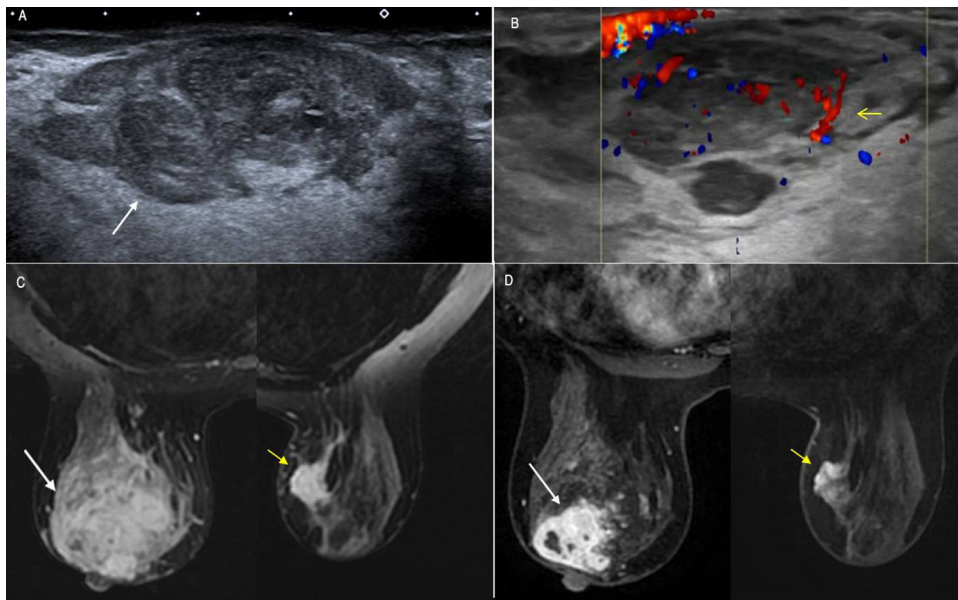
A) Ecografía donde se aprecia nódulo de margen irregular y ecogenicidad heterogénea (flecha). B) Ecografía Doppler en la que se muestra la marcada vascularización del nódulo (flecha). C) La RM de mama con secuencia T2 Fat Sat sin contraste intravenoso en la que se observa la alta intensidad de señal de los nódulos, heterogénea en el izquierdo (flecha larga) y homogénea en el derecho (flecha corta). D) La RM de mama con secuencia VIBRANT dinámica tras la administración de contraste intravenoso en la que se observa el realce intenso y heterogéneo de los nódulos en ambas mamas (flechas larga y corta).
